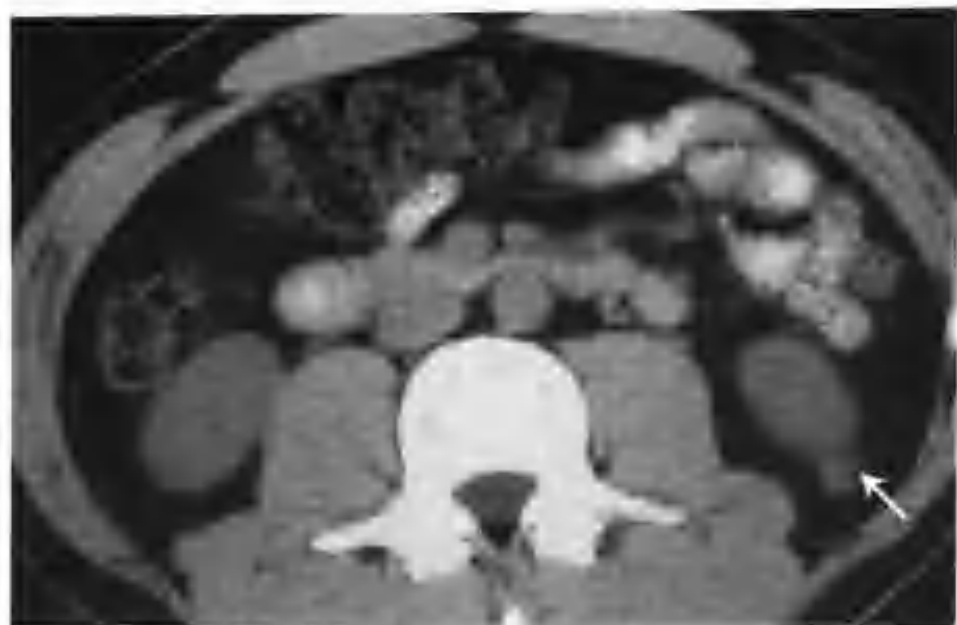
与图 2-1-30 为同一病例, 示 CT 平扫不同层面所见, 病灶凸出肾轮廓外 (箭头)
